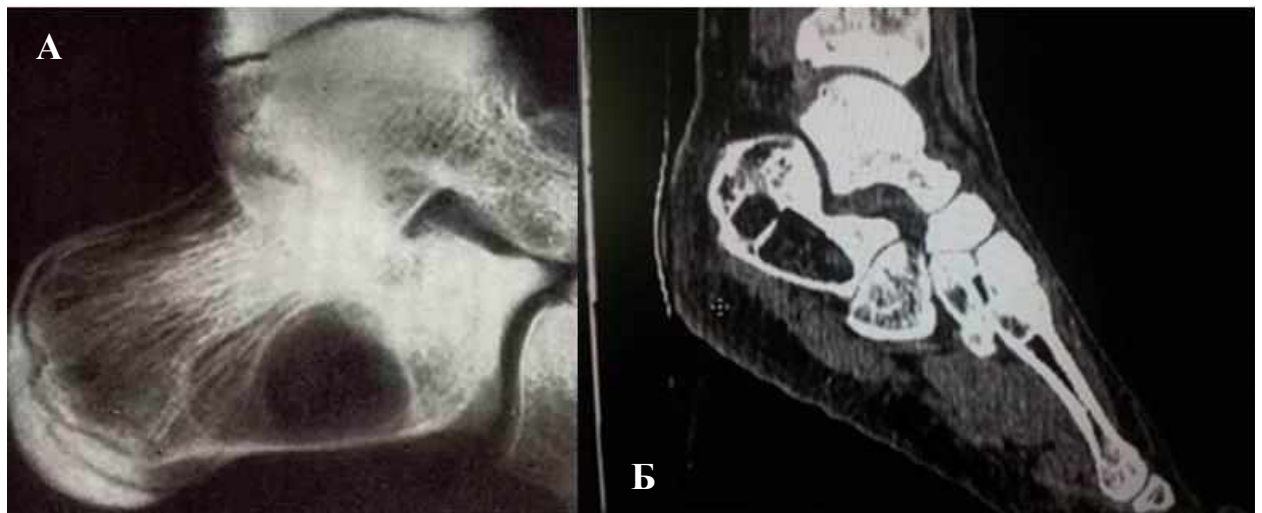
А - рентгенограма стопи в боковій проекції. Солітарна киста п'яткової кістки. Б – КТ іншого пацієнта (аневризмальна кісткова киста).
